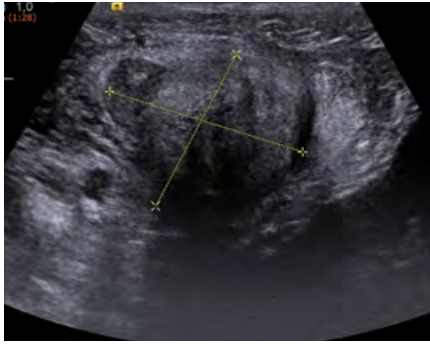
Ecografía al acudir a Urgencias. Se observa masa heterogénea en FID, mal definida, con aumento de la ecogenicidad de la grasa adyacente que recuerda a plastrón.
